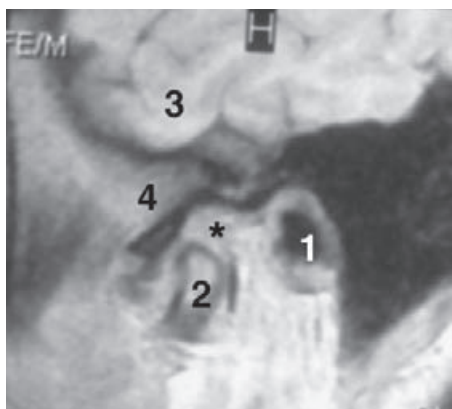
RM sagital de la articulación temporomandibular. 1) Conducto auditivo externo. 2) Cabeza de la mandíbula. 3) Polo temporal del cerebro. 4) Tubérculo articular. Disco articular (*).
